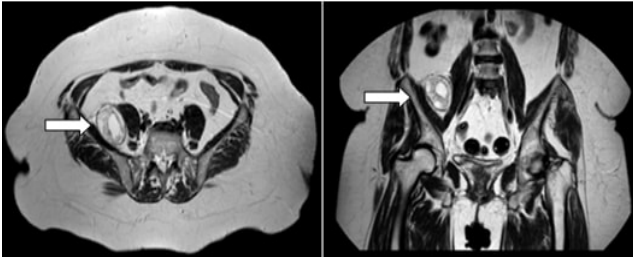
Magnetic resonance imaging T2 weighted image. A multicystic, well margined tumor (arrow) is located between the right psoas muscle and the right iliacus muscle
